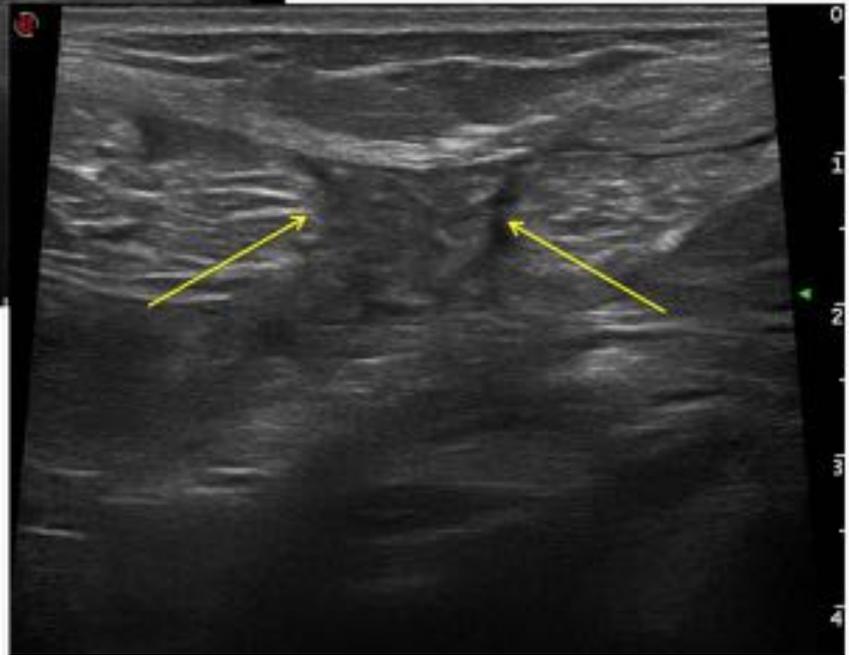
Mujer de 43 años que acude por dolor en flanco izquierdo tras traumatismo con bicicleta 6 días antes. Ecografía: defecto en la pared abdominal lateral izquierda, área de Spiegel
